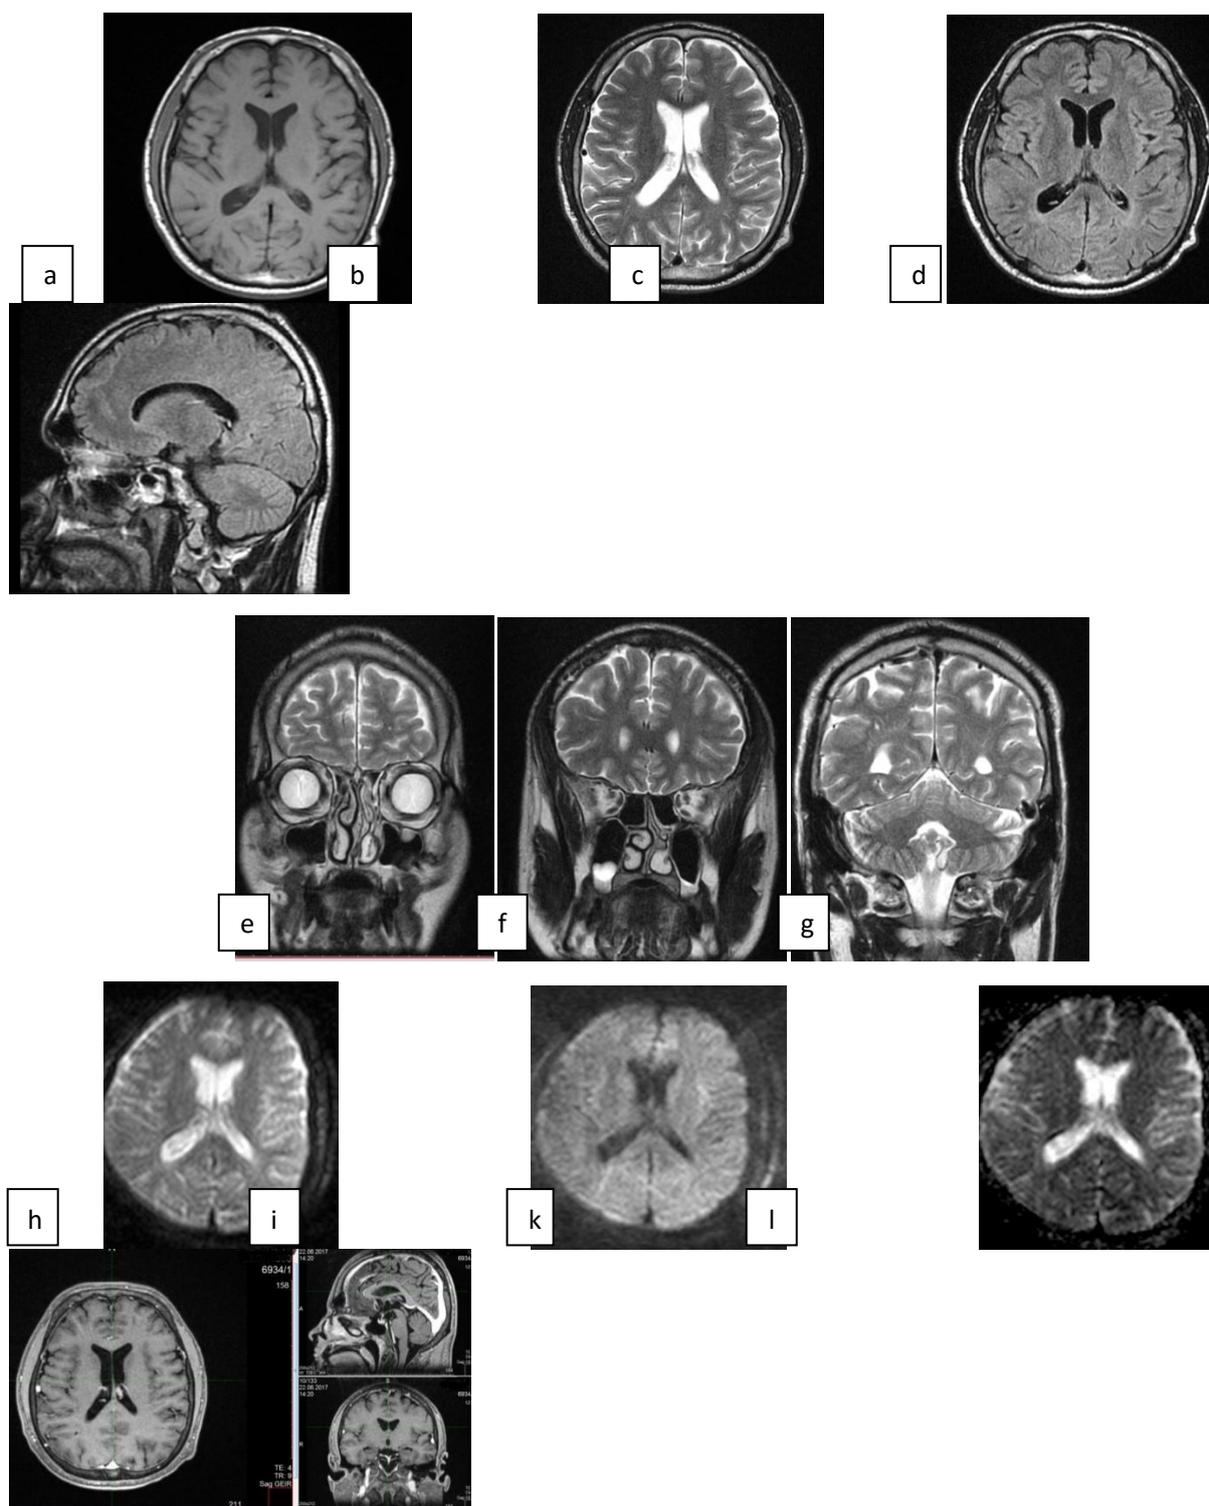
Пациент М., 36 лет, МРТ головного мозга
